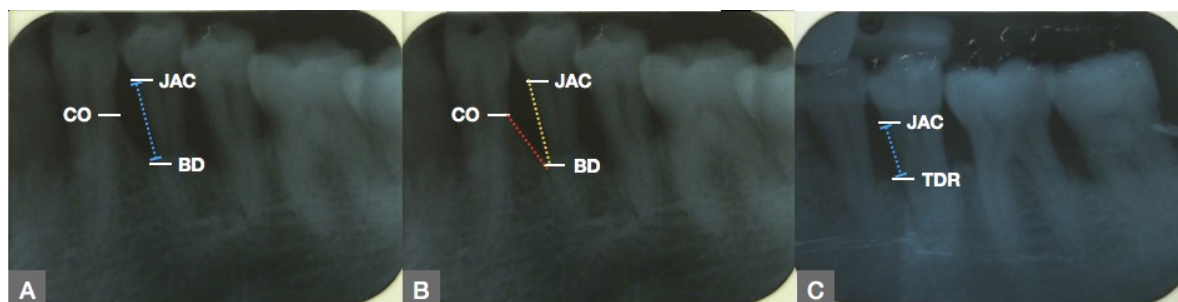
Representação esquemática dos pontos anatômicos, nas radiografias iniciais (A e B) e na radiografia efetuada 12 meses após o tratamento periodontal regenerador (B). Figura B representação o ângulo do defeito infra-ósseo, formado entre a parede dentária e a parede remanescente do defeito infra-ósseo; (JAC - Junção amelocementária; CO Crista óssea; BD - Base do defeito; TDR - Topo do defeito regenerado).
